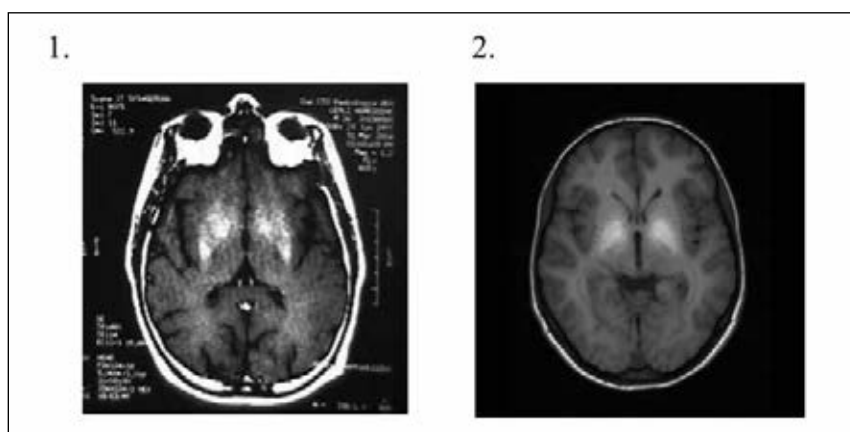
МРТ головного мозга при марганцевой интоксикации: у сварщика (1) и вследствие употребления меткатинона (2).
